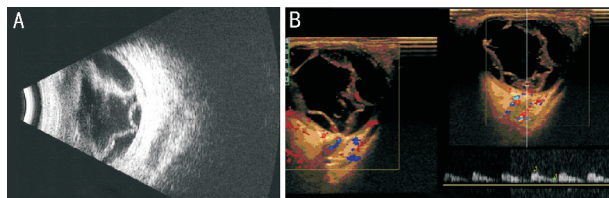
脉络膜脱离声像图特征 A:二维超声;B:CDFI。
